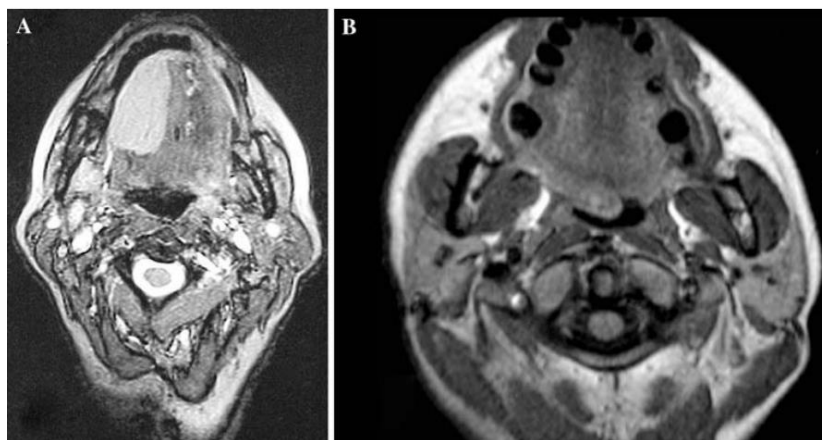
A) RM revela a presença de um tumor de margens bem definidas no lado direito da língua antes do tratamento; B) Redução dramática do tamanho da lesão, após a terapêutica.
